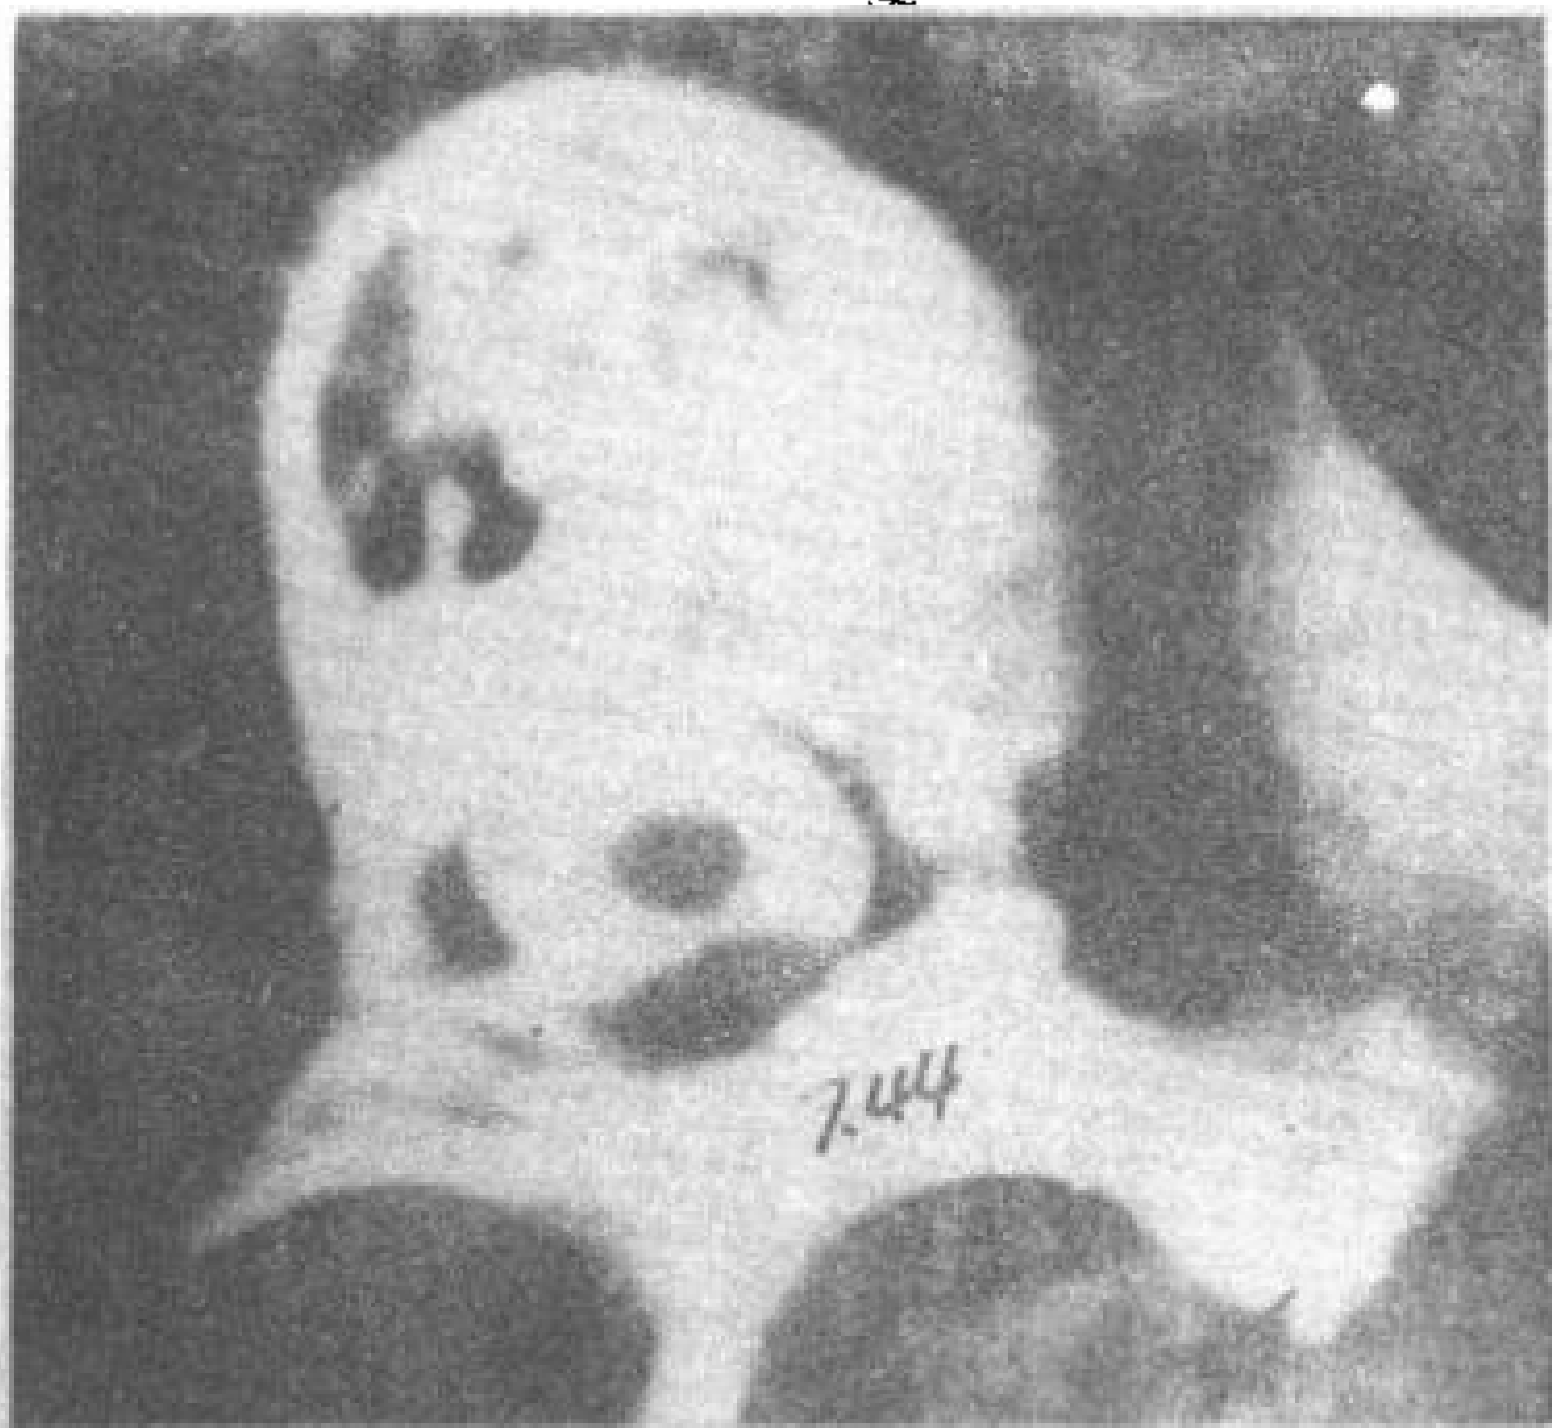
乳腺癌转移。L<sub>1</sub> 增强 CT 横断象。椎体有多发性硬化灶，硬膜外有一转移瘤 (↑)。
